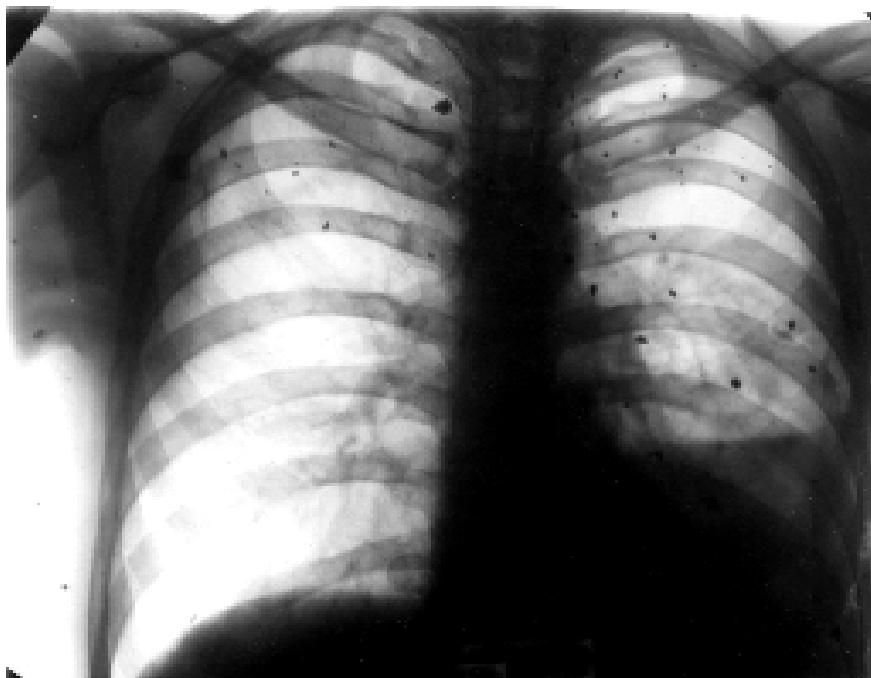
Рентгенограма. Множинні осколкові проникаючі поранення грудей з ушкодженням лівої легені. Малий гемоторакс.
